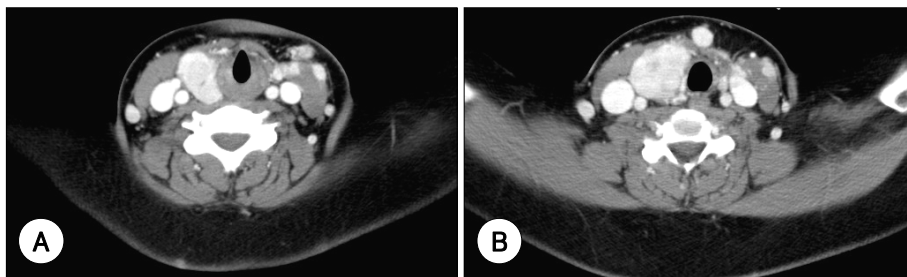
Neck CT findings. A : Diffuse enlargement of right thyroid gland with multiple low-attenuated nodules. B : Multi-focal enhancing nodular lesions were seen in the soft tissue of left neck.
